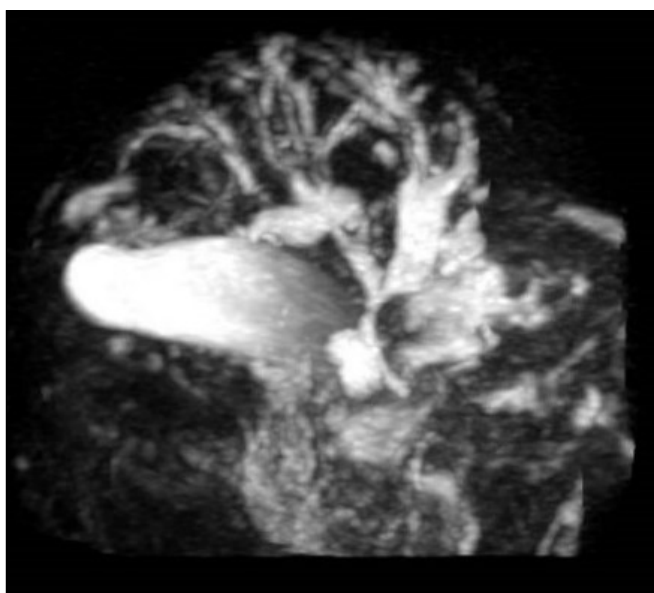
Colangiografía RM: dilatación de vía biliar intrahepática.
